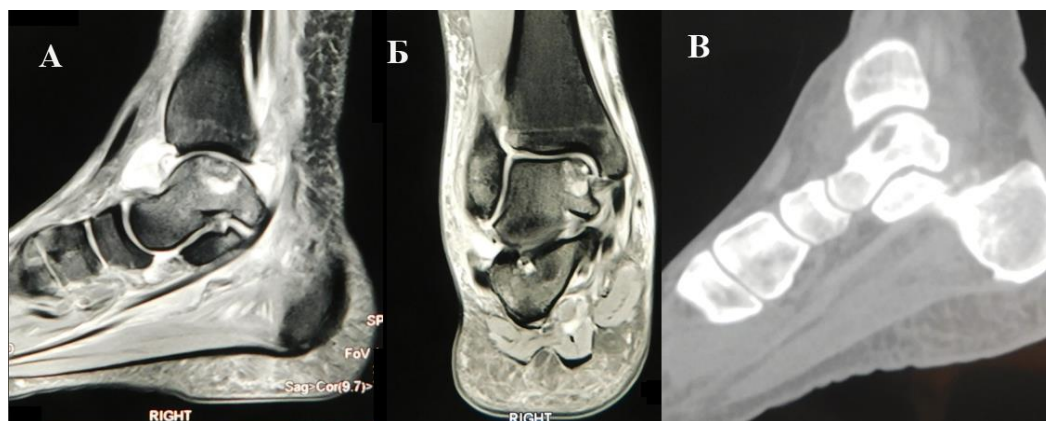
Пациентка Р., 38 лет. Вид ЛОПБТК на МРТ (А – боковая плоскость; Б – фронтальная плоскость) и КТ (В – боковая плоскость).
